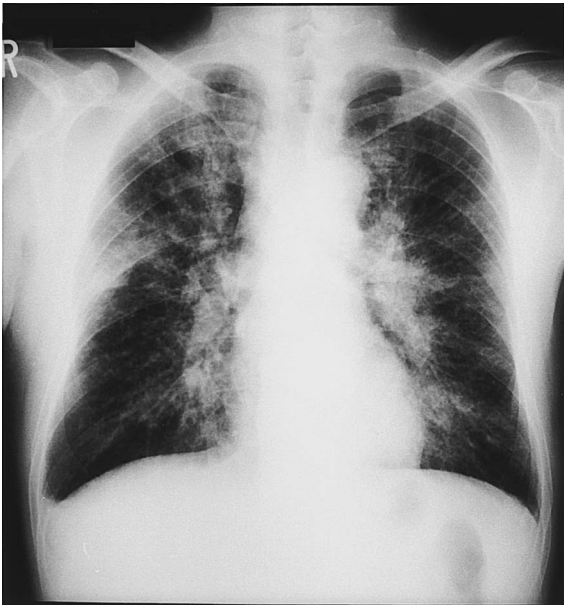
Chest radiography on first admission showing diffuse ground glass opacities in both lung fields.
